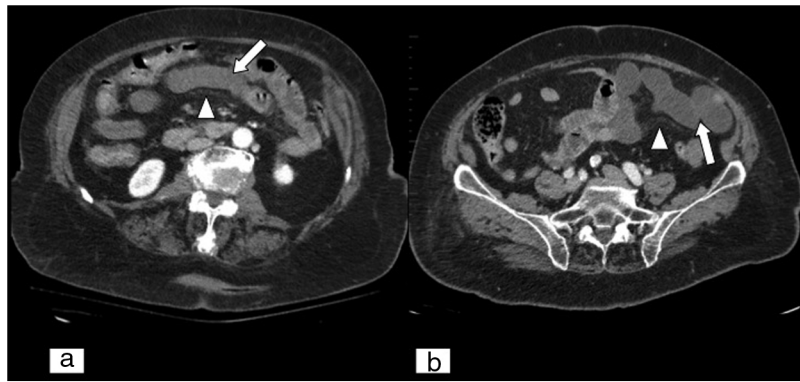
Alteración en el realce parietal intestinal. Tomografía computarizada abdominopélvica en plano axial con contraste intravenoso, en fase arterial (A) y en fase portal (B). Se observan asas de intestino delgado con disminución del realce parietal sugestivo de isquemia de origen arterial (flechas blancas) y leve estriación de la grasa por edema (puntas de flecha blancas).
